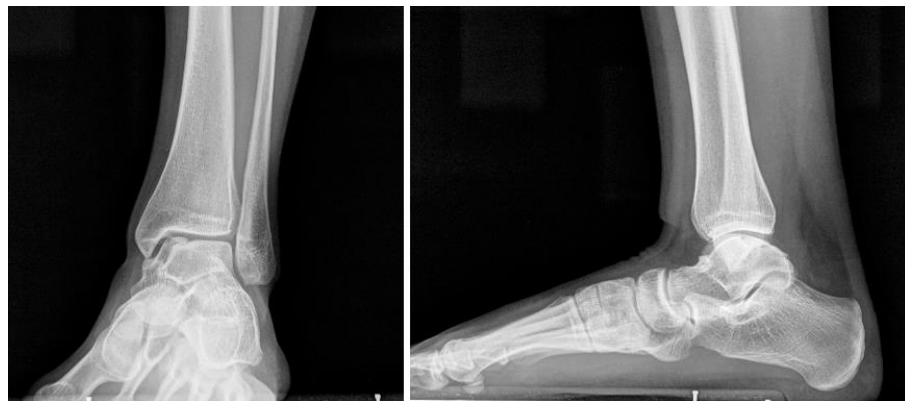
Предоперационные рентгенограммы голеностопного сустава с нагрузкой в прямой (а) и боковой (б) проекциях.
